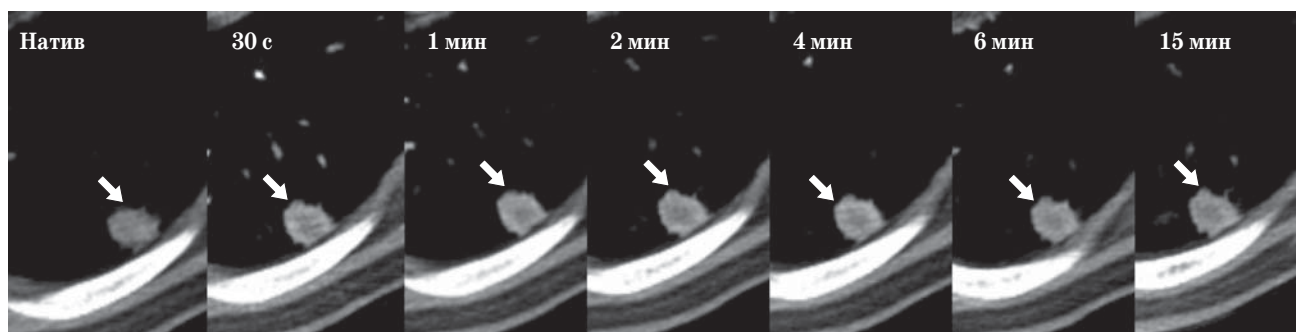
Динамическая КТ легких при аденокарциноме. Накопление КВ в виде “ободка” (указано стрелкой).
